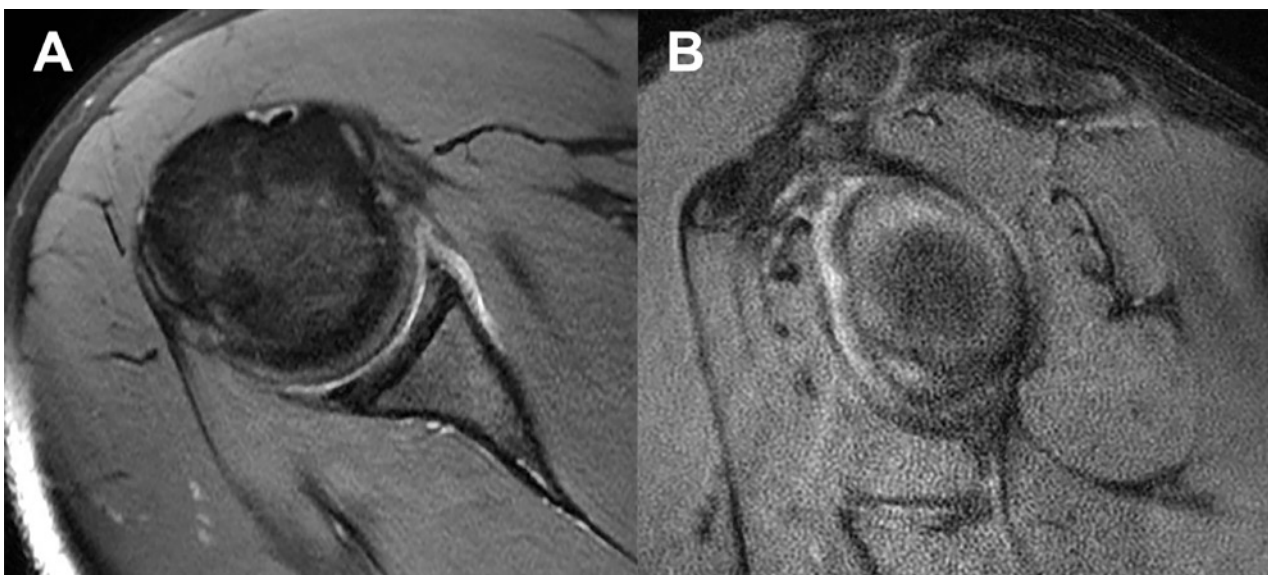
Imágenes RM. A) Axiales donde se visualiza la lesión labral. B) Imagen coronal de la glena en la que se observa el desprendido labral.
